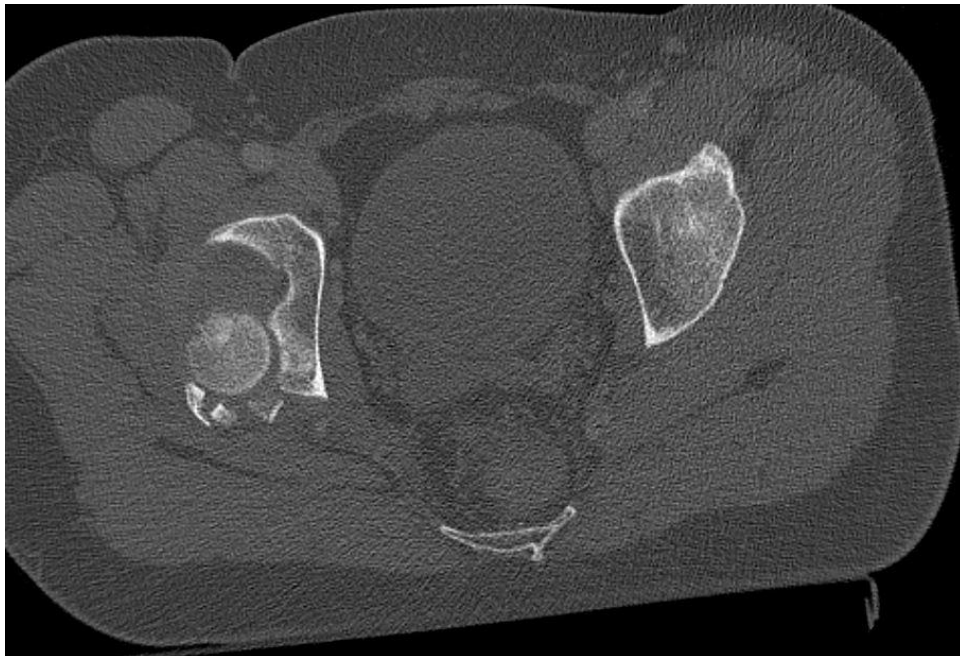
Computertomografische Aufnahme einer Fraktur der hinteren Wand. Das Frakturmuster ist in der Aufnahme diagonal zu erkennen.
